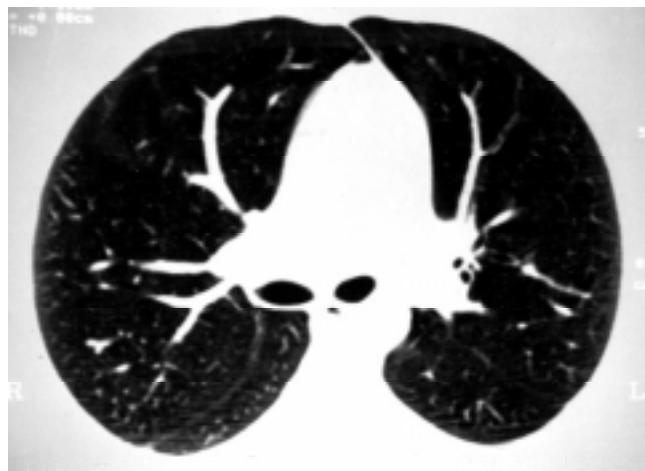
Tomografía de tórax con engrosamiento moderado de paredes bronquiales.
